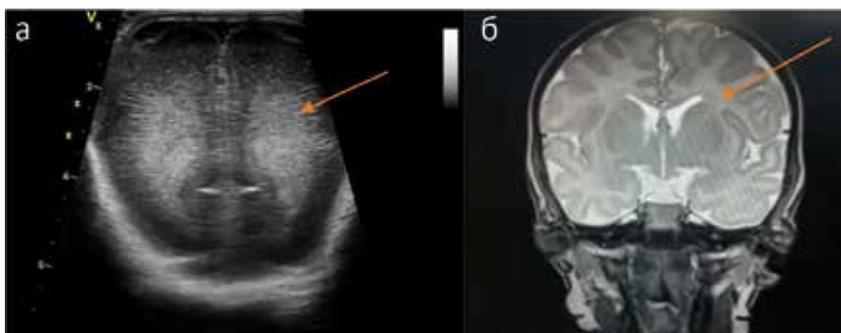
Данные нейровизуализации пациента Д. в неонатальном периоде. а – НСГ пациента Д., ПКВ 28 нед. (аксиальное сечение); б – МР-томография головного мозга пациента Д., ПКВ 36 нед. (аксиальное сечение).
